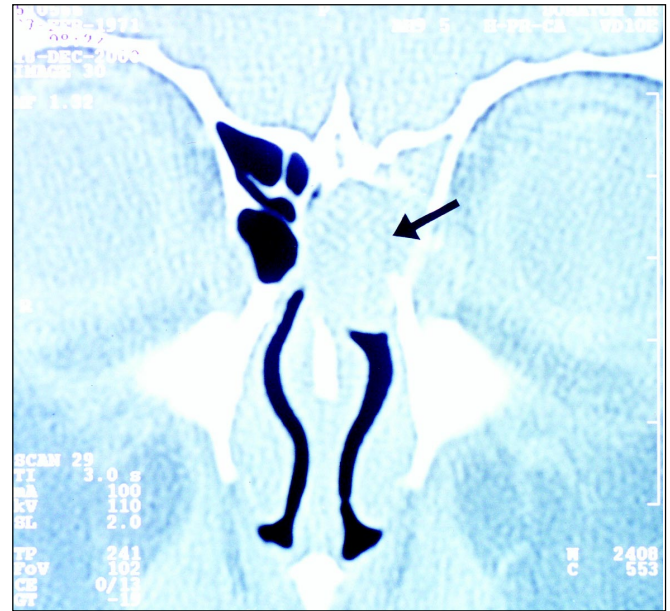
TC de seios da face em corte coronal, demonstrando lesão (seta escura) em região etmoidal esquerda.
